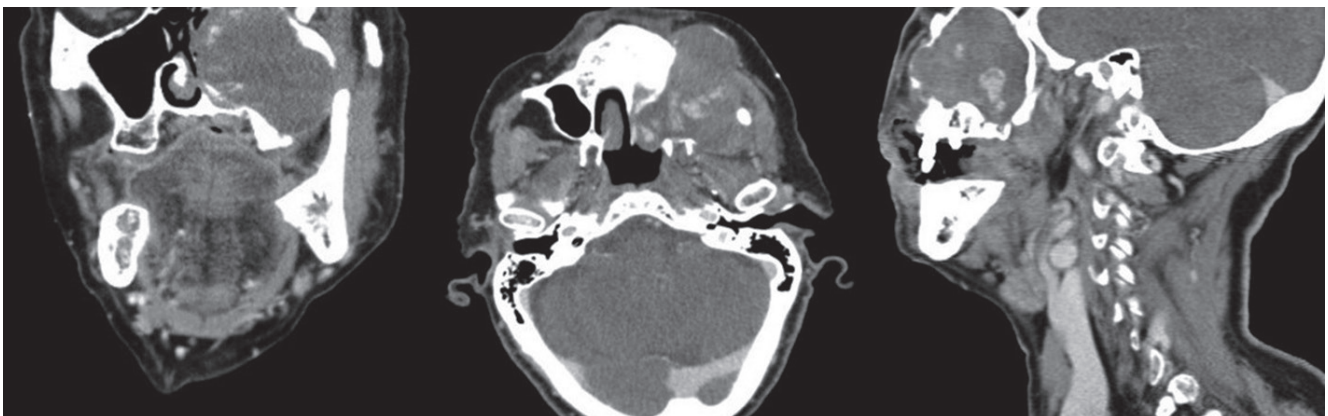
Imágenes de TC en planos coronal, axial y sagital. Se aprecia masa heterogénea de atenuación de partes blandas con focos hiperdensos en su espesor, de carácter expansivo, localizada en seno maxilar izquierdo.
